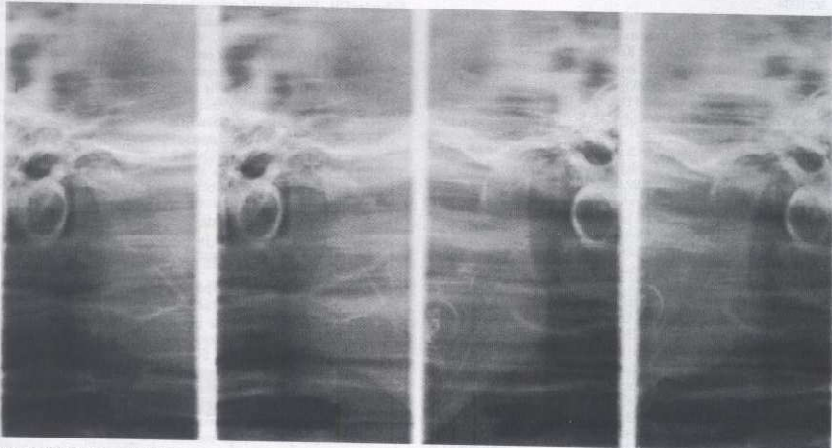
Radiografía ATM. La radiografía lateral transcraneana de la ATM con la boca cerrada y con apertura confirma los datos obtenidos de la radiografía panorámica; además, se identifica una disminución en la traslación de ambos cóndilos.
